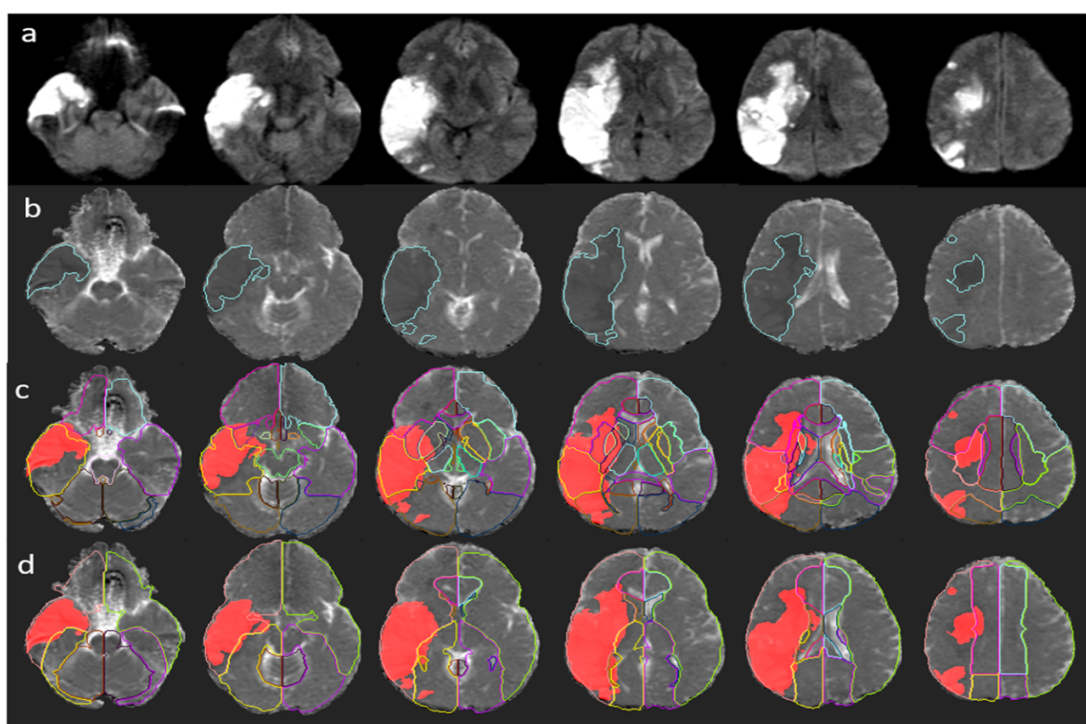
correlazione tra: a) ictus ischemico in DWI, b) segmentazione automatica del core ischemico, c-d) quantificazione dell'area interessata in rapporto a suddivisione anatomica classica atlas-based e territori di vascolarizzazione arteriosa rispettivamente.⁴⁵
